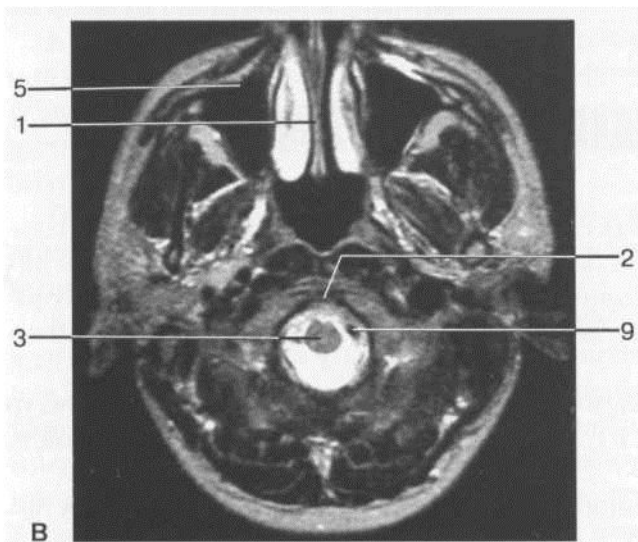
Уровень большого затылочного отверстия: а — аксиальный срез КТ; б — аксиальный срез МРТ (Т1-ВИ); в — аксиальный срез МРТ (Т2-ВИ).
